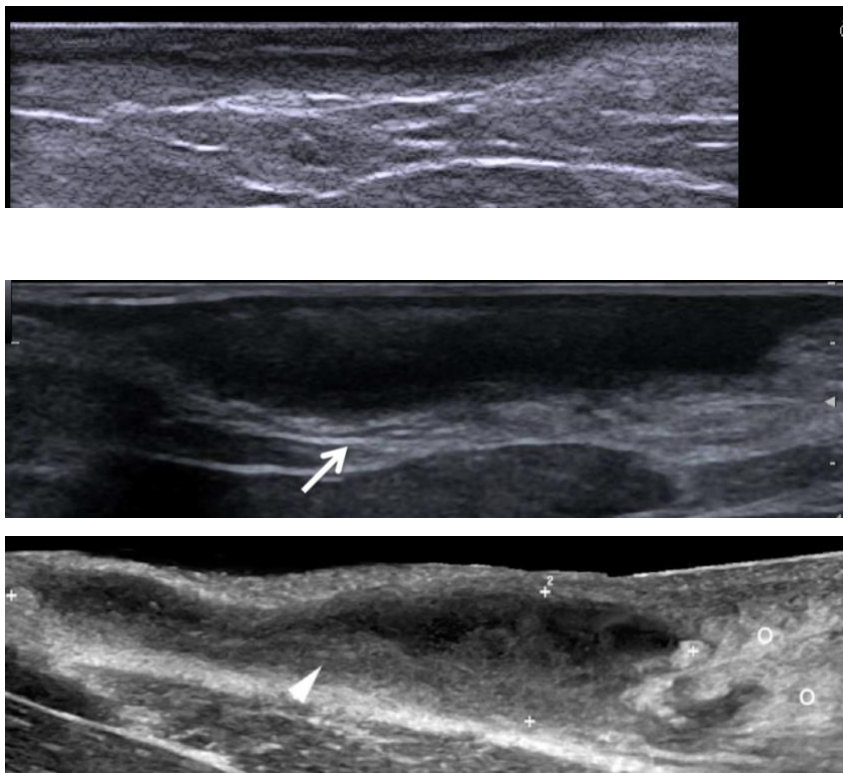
Caratteristiche ecografiche dei diversi sottotipi di fistole. Nell'immagine in alto si evidenzia una fistola con scarsa componente fibrotica ed edema assente (tipo 1); nell'immagine intermedia la fistola presenta un maggiore spessore endoluminale, marcato in periferia dalla componente fibrotica, che attribuisce ai bordi un aspetto irregolare, sfumato, ipoecogeno (tipo 2); nell'immagine inferiore il tramite fistoloso mostra una chiara componente fibrotica endoluminale, in associazione ad edema dei tessuti circostanti(265).*
